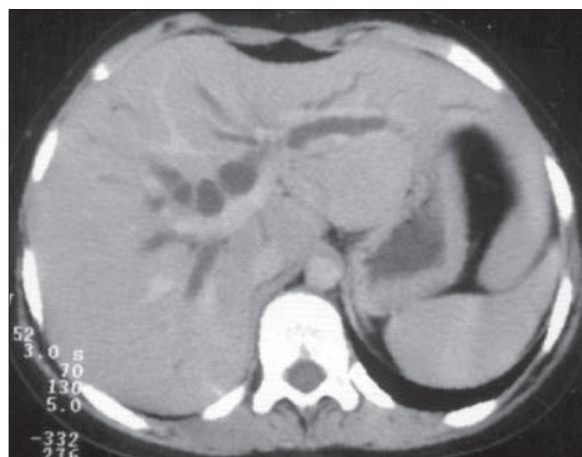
Obstrucție biliară. Secțiune axială CT. Căi biliare dilatate. Imagini hipodense, rotunde, tubulare, paralele cu structurile portale.
